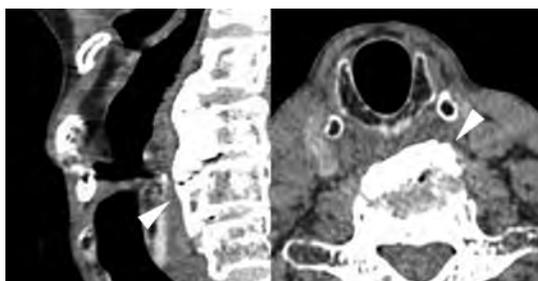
症例1の入院時頸部CT画像(左:矢状断, 右:水平断)
